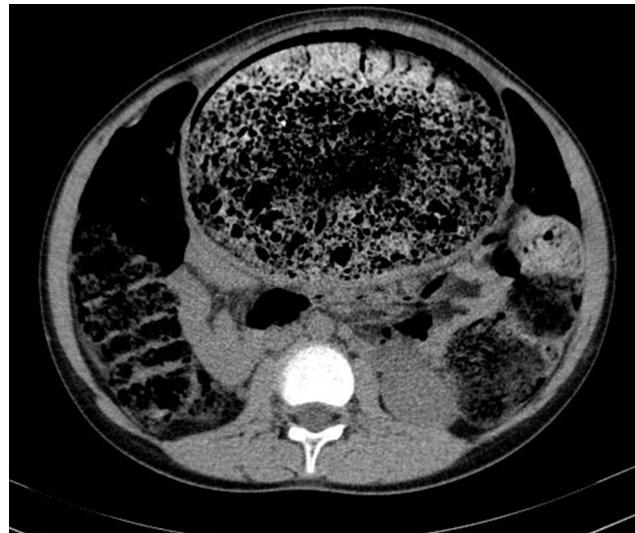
TC abdominal que muestra megarecto-megasigma con gran fecalomma.
